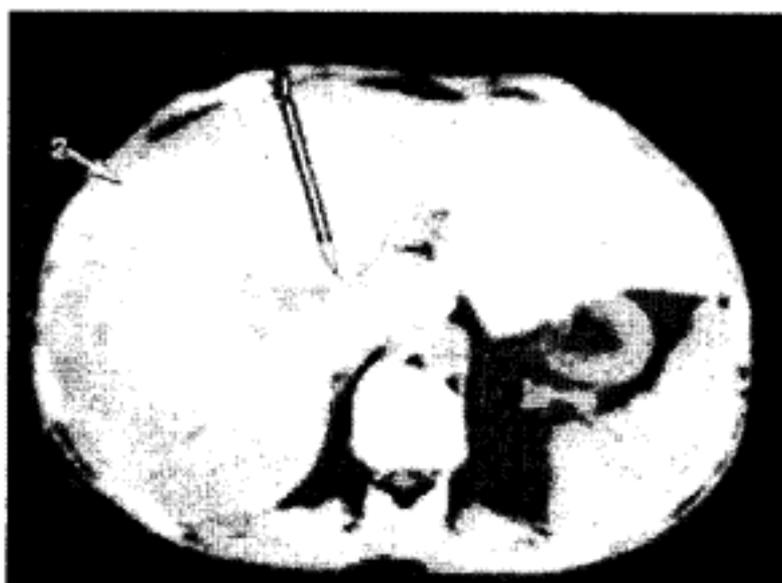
Альвеококоз печінки: комп'ютерна томограма. Права, квадратна і хвостата частки печінки заміщені об'ємним негомогенним утвором бобоподібної форми щільністю 30-40 од Н (за Ф. І. Тодуа і співавт.):
